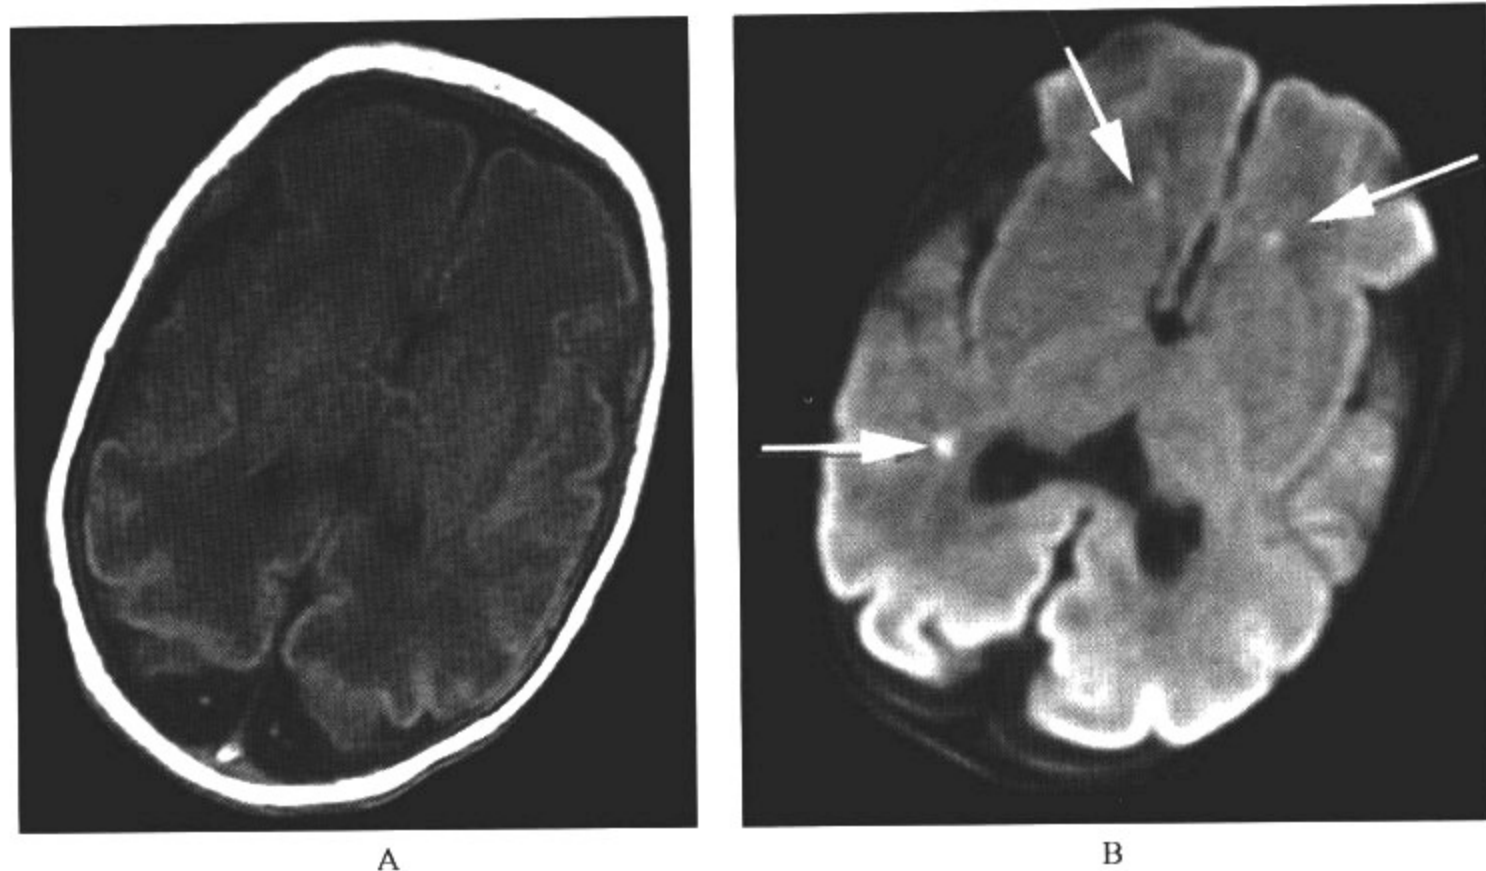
HIE 的弥散加权成像(DWI)表现
